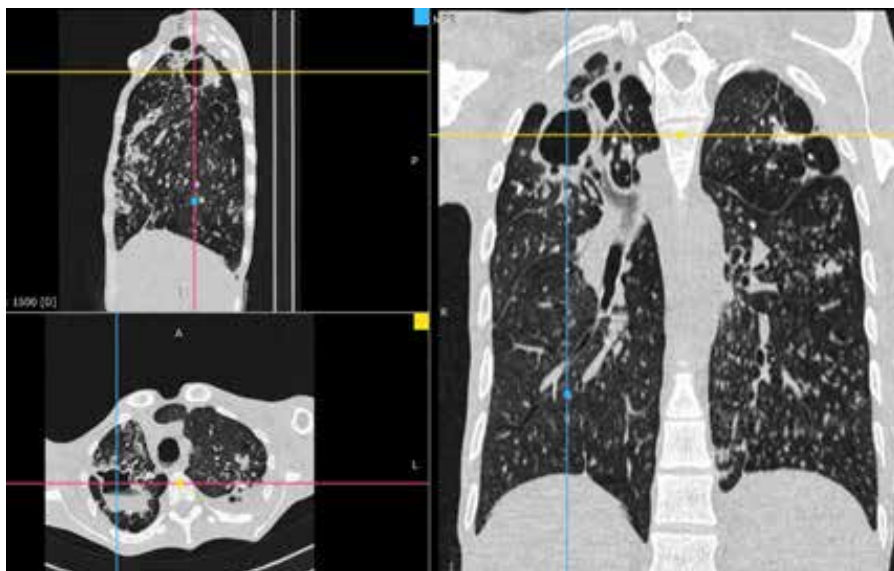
КТ ОГК пациента при поступлении в стационар.
